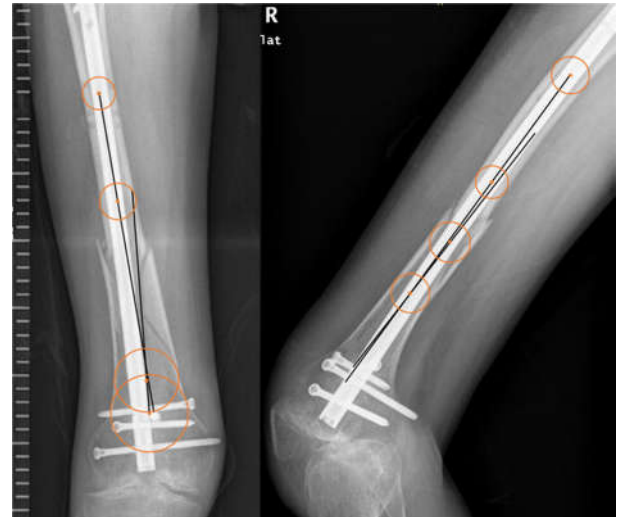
Medición de la alineación coronal y sagital en radiografías postoperatorias.
